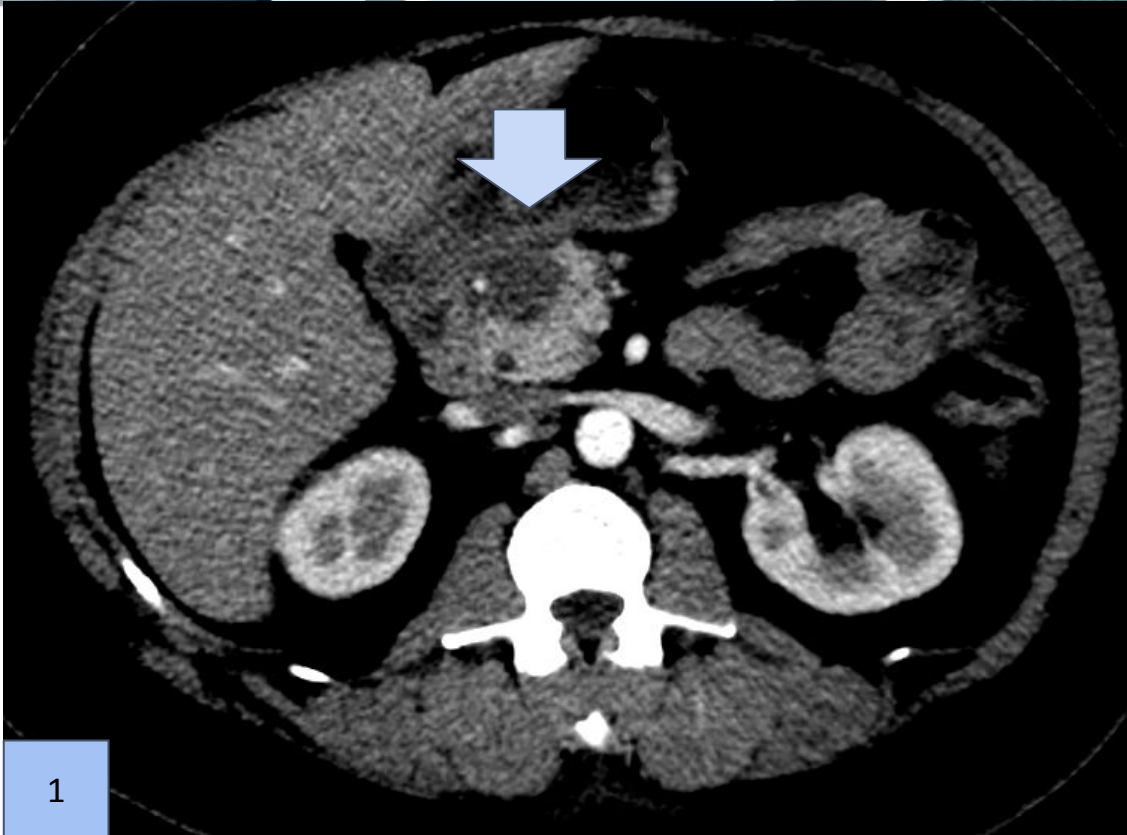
TC abdominal corte axial con contraste (fase arterial) y Figura 2. TC abdominal corte axial con contraste (fase portal). Muestra a nivel de la cabeza pancreática una imagen focal hipodensa sin realce significativo tras la administración de contraste endovenoso.
